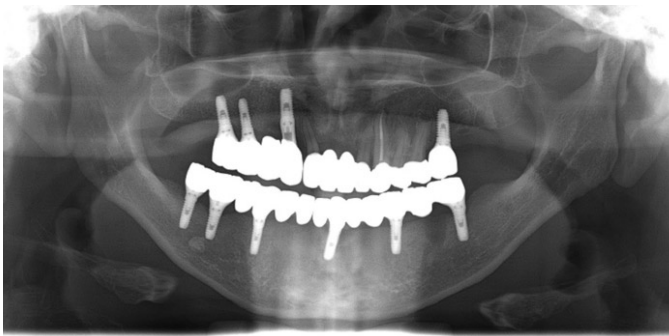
Panoramic radiograph of the patient after treatment.
